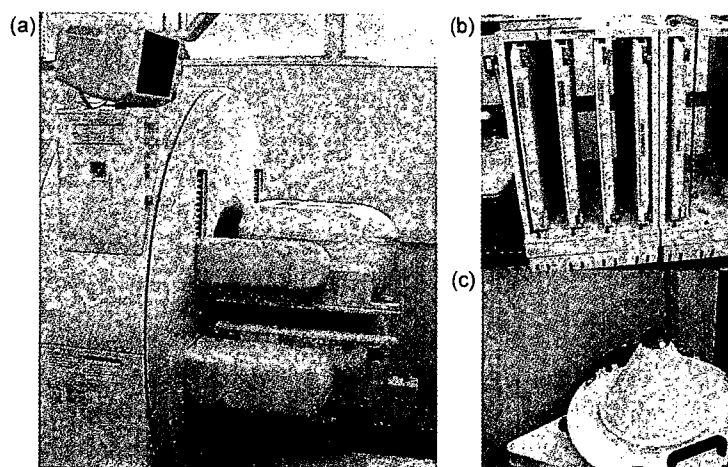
GCA-7200A(Toshiba) (a), typical clinical SPECT camera which has two heads and multiple collimators(b) including pinhole collimator(c).
